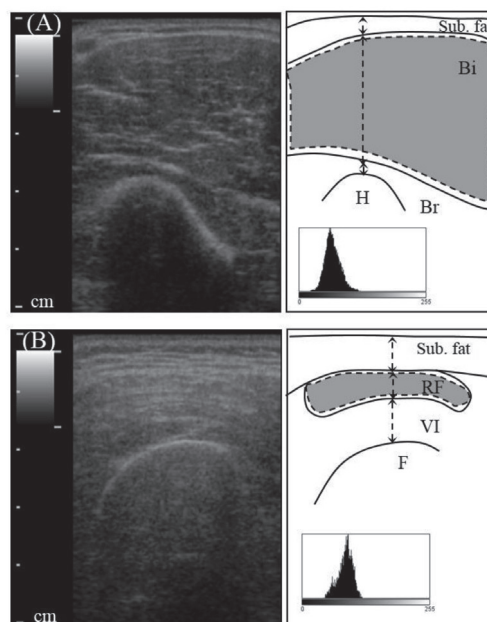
Representative ultrasonographic image of upper arm (A) and thigh (B) of male wheelchair basketball player.
